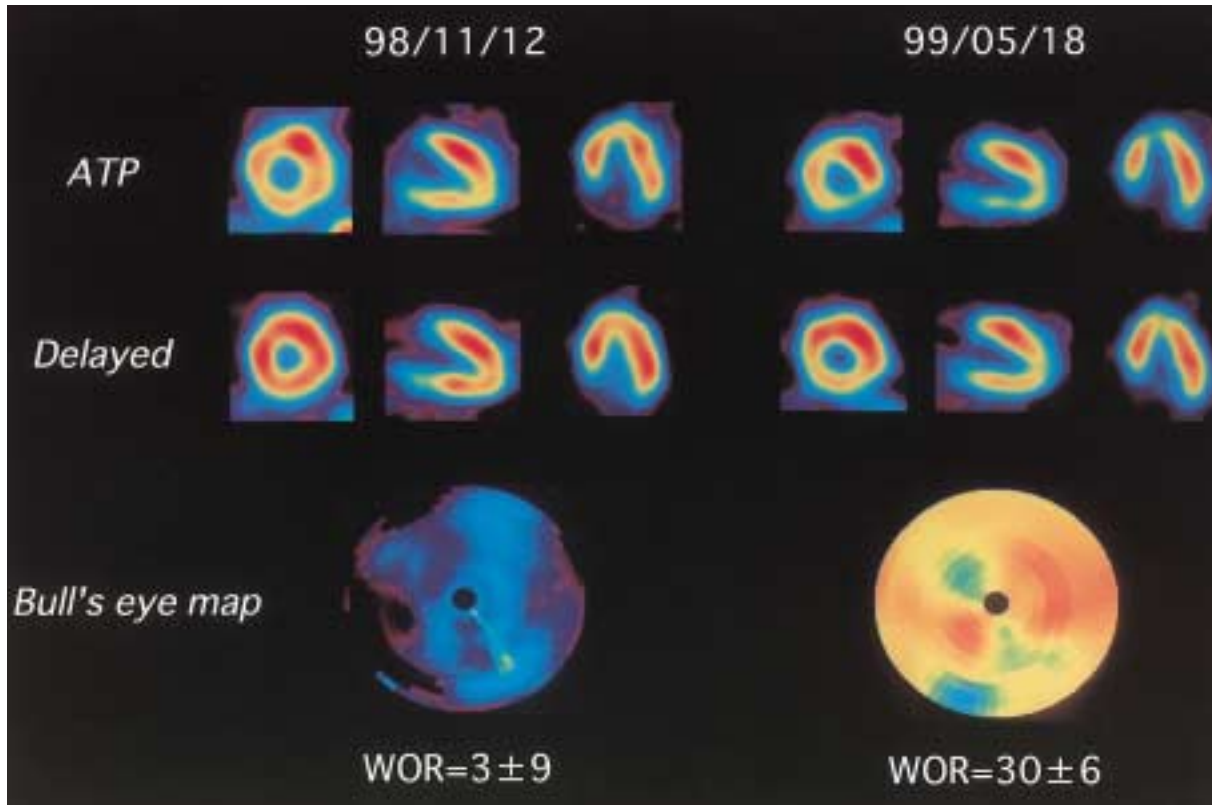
SPECT and washout rate map on ATP stress thallium-201 scintigraphy
